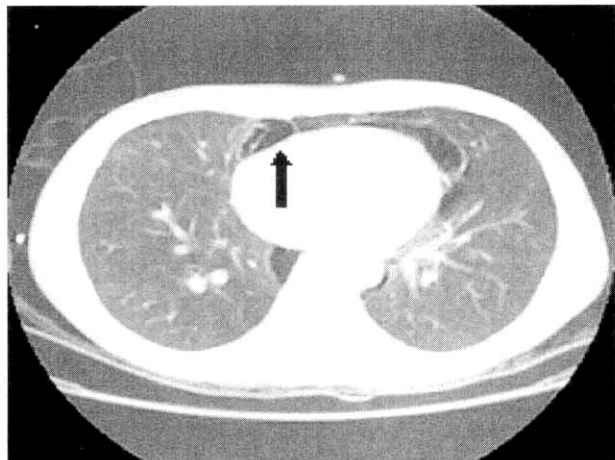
Enhanced chest CT scan. Interstitial emphysema is seen in the subpleural space.
